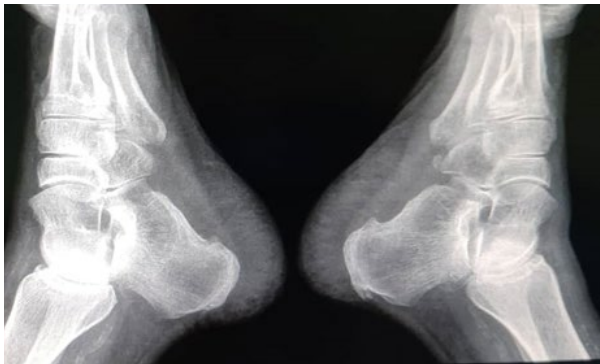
Radiografía de ambos calcáneos en lateral 26-noviembre 2019.
